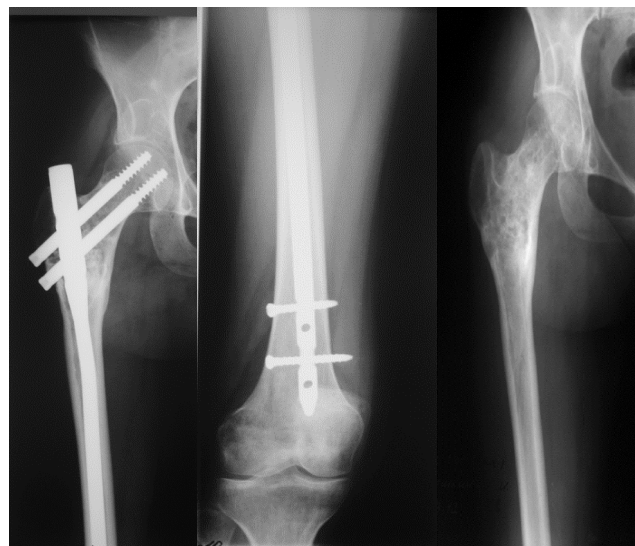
Рентгенограмма правой бедренной кости пациента К через 13 месяцев после оперативного вмешательства а) верхняя треть правой бедренной кости в прямой проекции б) нижняя треть правой бедренной кости в прямой проекции. Рентгенограмма правой бедренной кости пациента К после удаления металлофиксаторов
